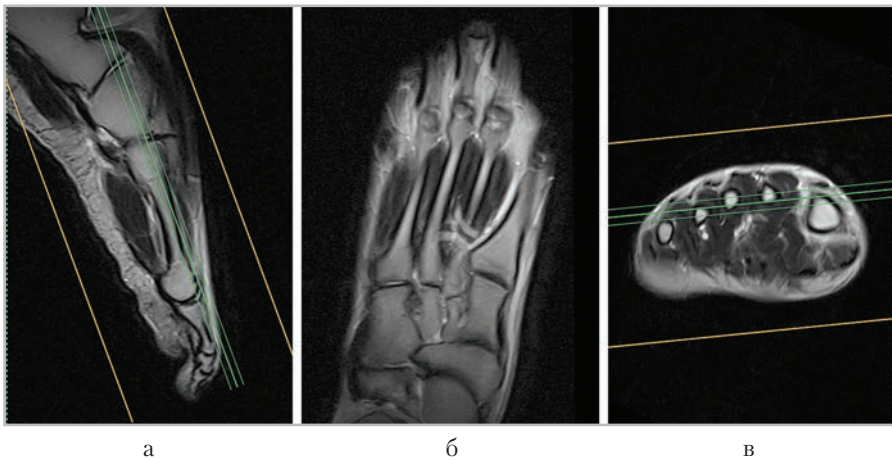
МР-томограммы, полученные для планирования коронарных срезов (б) в сагитальной (а), аксиальной (в) плоскостях
